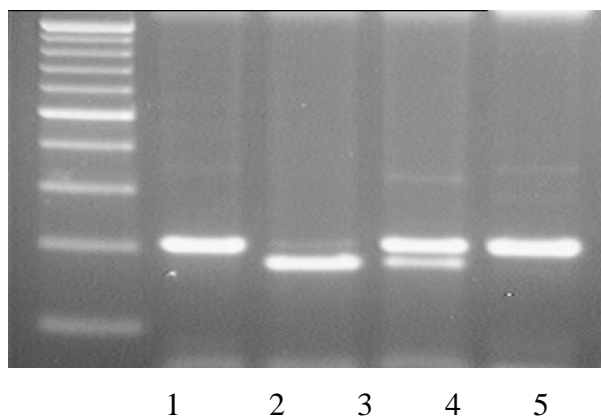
Електрофотограма детекції поліморфного локусу LCT – 13910C>T гена LCT (2% агарозний гель): 1– маркери молекулярної ваги (Ladder 100 bp); 2, 5– генотип LCT - 13910 CC; 3– генотип LCT -13910 TT; 4– генотип LCT -13910 CT
